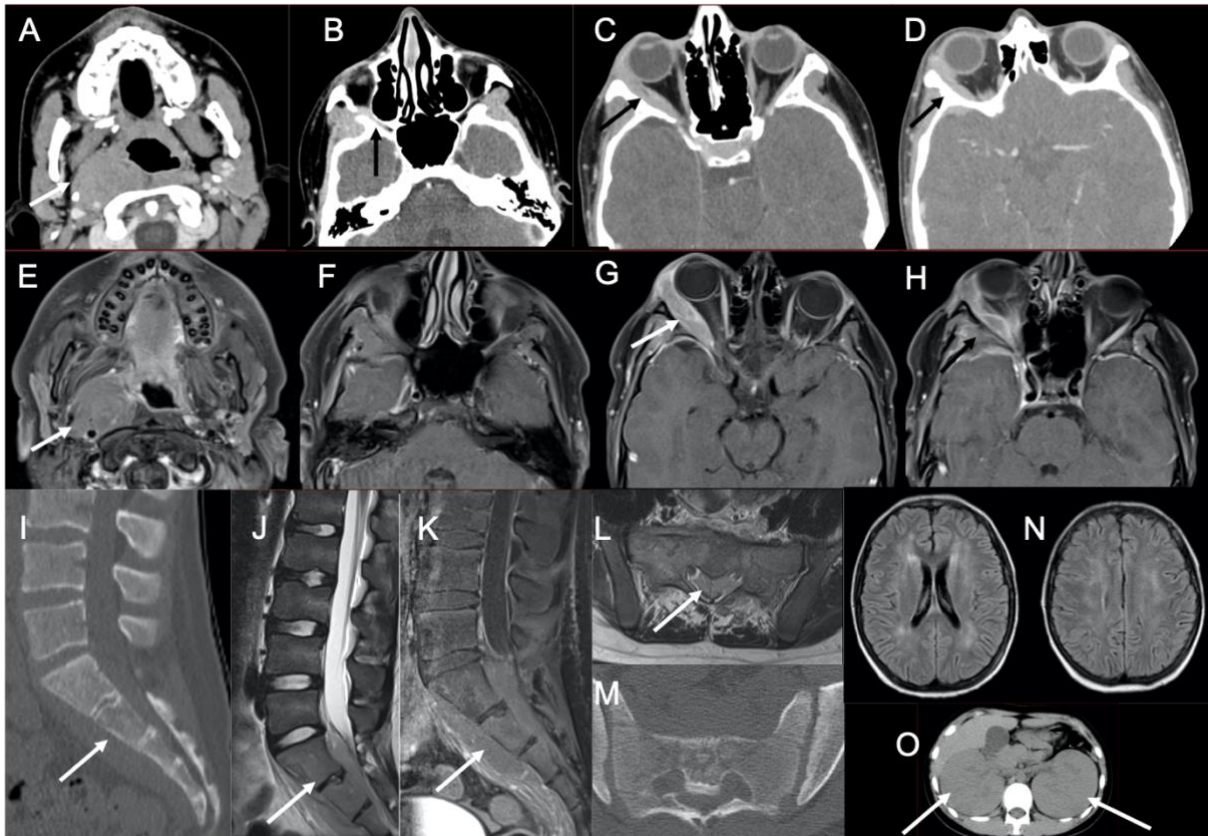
Cas 20 : Adolescent de 14 ans : installation rapidement progressive d'un tableau clinique associant AEG, douleurs neuropathiques du membre inférieur droit et exophtalmie droite. Le scanner cérébral injecté (A-D), ainsi que l'IRM sur la séquence T1 après injection (E-H), mettent en évidence une lésion para-pharyngée droite englobant et refoulant le paquet jugulo-carotidien droit (A et E, flèches). On retrouve une atteinte osseuse ptériale droite (D et H, flèches) avec infiltration des tissus adjacents de contigüité intéressant la fosse ptérygo-palatine droite (B : flèche), l'orbite en extra-conique refoulant le muscle droit latéral (C et G : flèches), ainsi qu'un épaissement pachyméningé temporal interne. Il existe aussi une atteinte méningée controlatérale. Par ailleurs, au niveau du sacrum sur les coupes sagittales du scanner injecté (I) et l'IRM sur les séquences T2 (J) et T1 fat sat après injection (K), on retrouve une atteinte osseuse du sacrum envahissant les parties molles de la concavité sacrée ainsi que l'espace épidual endocanalair sacré. Ces anomalies sont retrouvées dans le plan transverse sur les séquences T1 après injection (L) et au scanner (M). Le scanner injecté montre une hypertrophie rénale bilatérale (O). Le myélogramme confirme une leucémie de Burkitt. A noter sur un contrôle ultérieur, la présence d'hypersignaux FLAIR (N) de la substance blanche bilatérale et relativement symétrique épargnant les fibres en U et les capsules internes et externes compatibles avec une leuco-encéphalopathie toxique au méthotrexate.
